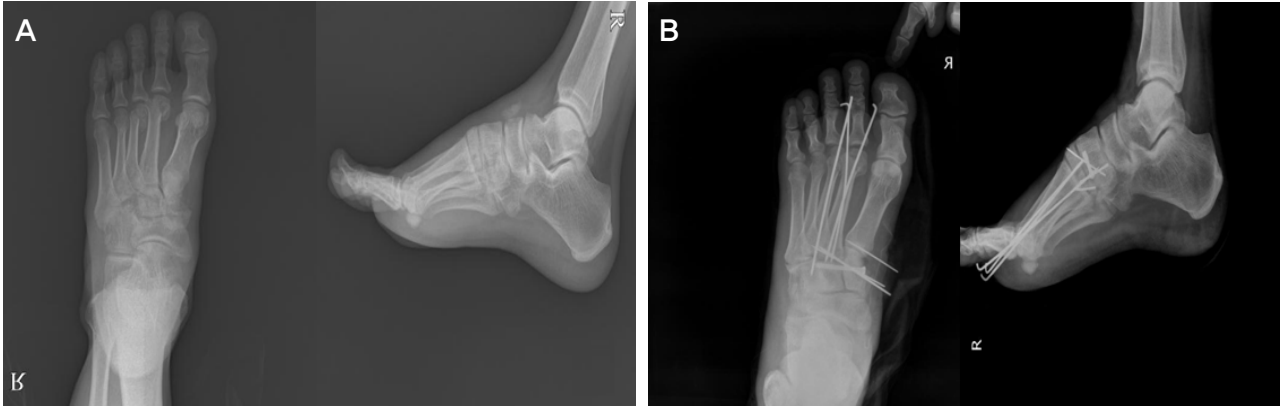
Anteroposterior and lateral radiographs of the right foot. (A) Preoperative radiograph shows medial cuneiform bone fracture with proximal 2nd, 3rd, metatarsal bone fracture and 5th metatarsal base fracture. (B) Postoperative radiograph shows 2nd, 3rd, 5th metatarsal bone multiple K-wire fixation state & cannulated screw fixation on medial cuneiform bone.
